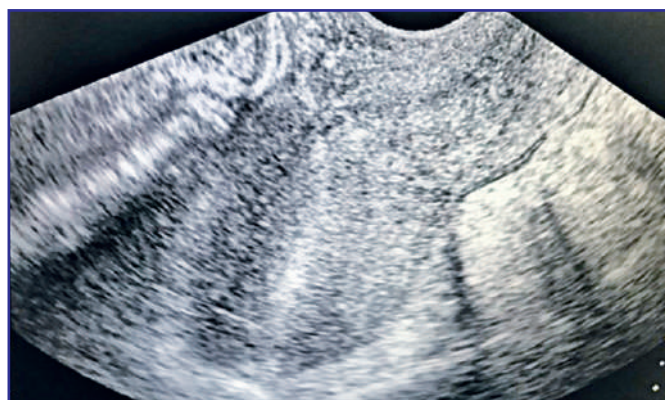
Ультразвуковая картина у пациентки Х. перед выпиской из стационара [данные получены авторами]/ Ultrasound picture in patient X. before discharge from the hospital [data obtained by the authors]
